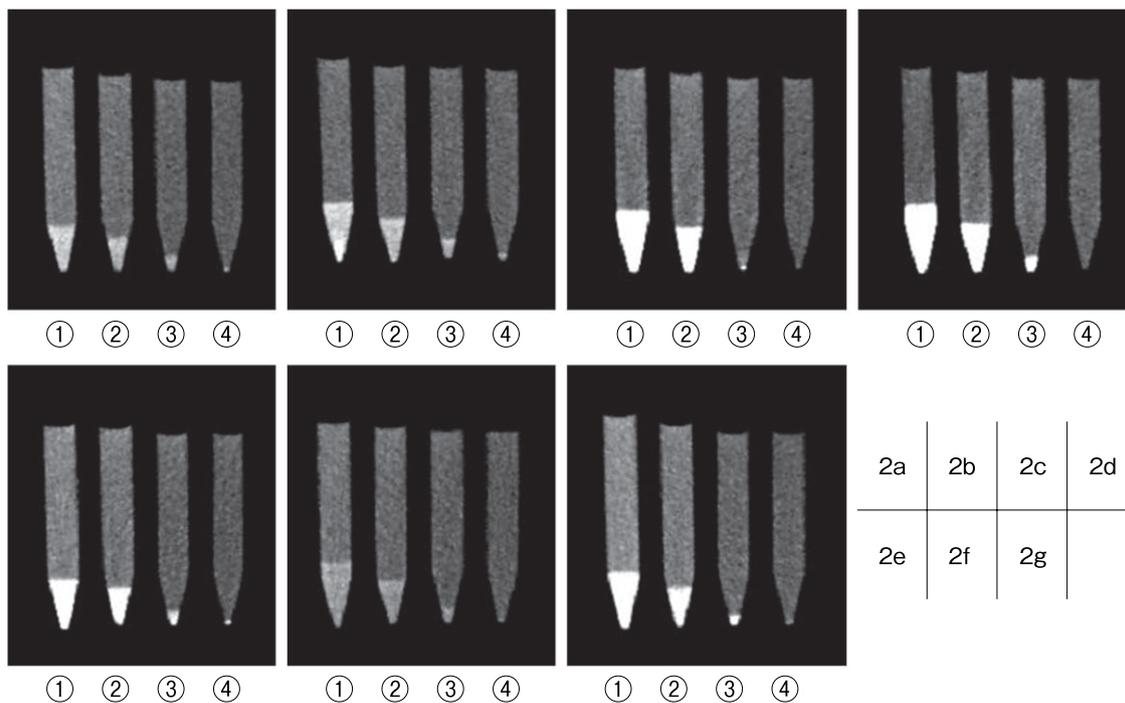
CT images of each drug after 7 hours
